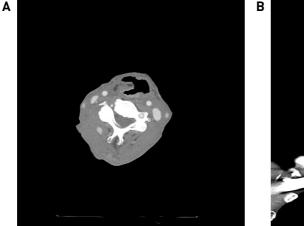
Axial (A) and coronal (B) CT findings at emergency room. Images show large defect of pharynx wall (A), and the defect was connected to skin fistula site (B).
